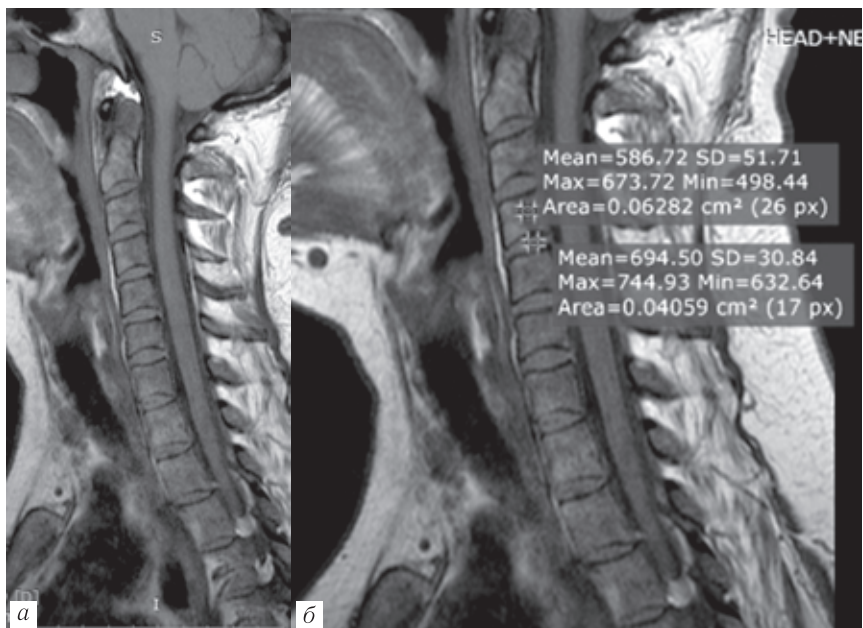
МРТ шейного отдела позвоночника, T1-ВИ: интенсивность МР-сигнала от костного мозга ниже, чем от межпозвоночных дисков, у пациентки с хронической анемией вследствие активации кроветворения и реконверсии костного мозга
